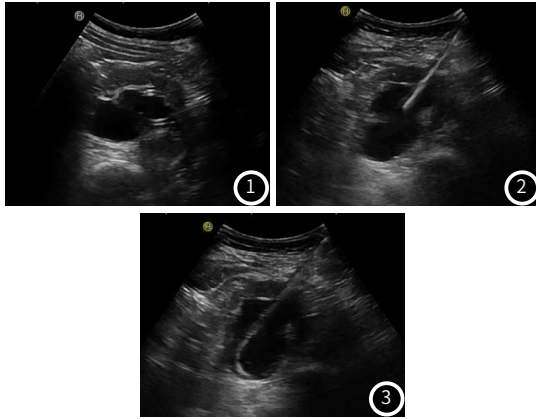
患者，女，61岁，宫颈癌术后2年，发现左侧输尿管下段狭窄并左肾积水，左侧输尿管J管无法顺利到达肾脏，后行左侧肾脏超声引导下经皮肾盂穿刺造瘘术，术后长期留置肾造瘘管，定期返院更换肾造瘘管。肾造瘘管更换术前2h关闭造瘘管，超声扫查显示左肾造瘘管位置正常，显示清楚。图2 超声引导下将0.035英寸的导丝沿原肾造瘘管断端缓慢置入至肾盂内盘曲，固定导丝，缓慢撤出原肾造瘘管。图3 在超声引导下，沿导丝置入新的肾造瘘管至肾盂内，缓慢撤出金属支撑管及导丝，拉紧造瘘管尾端的固定线并锁定，使造瘘管头端呈猪尾巴状。
